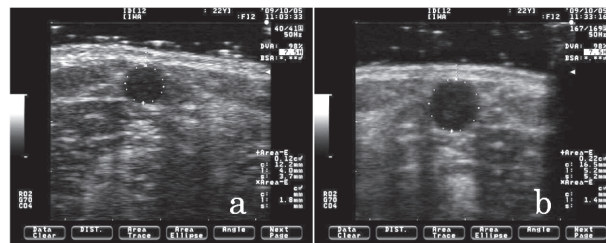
皮静脈の超音波断層図(a：駆血前、b：駆血後) 静脈の同一部位の断面積を計測した（図3）。
